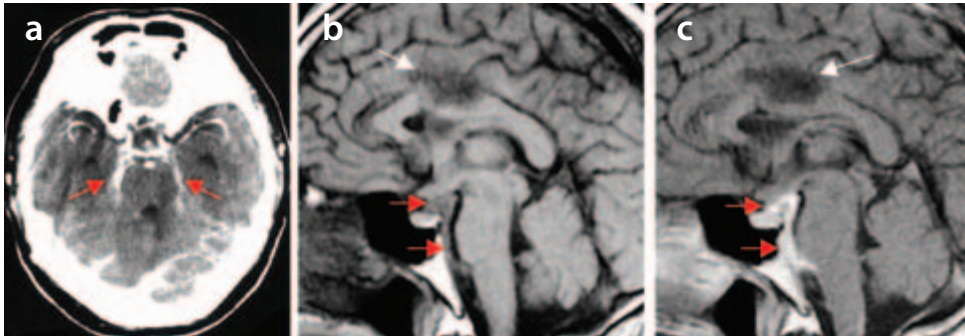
Aracnoiditis. a) TC con contraste: refuerzo de la cisterna peripontina bilateral de predominio derecho (flechas rojas). b) RM en secuencia ponderada en T1 sagital simple y c) con contraste. Obliteración de la cisterna prepontina e interpeduncular con imagen con señal de tejidos blandos —b), flechas rojas— que delimita a la arteria basilar. Con el contraste, c), hay refuerzo de esta imagen (flecha roja). Lesión vesicular coloidal que comprime al cuerpo calloso: b) y c), flechas blancas.
